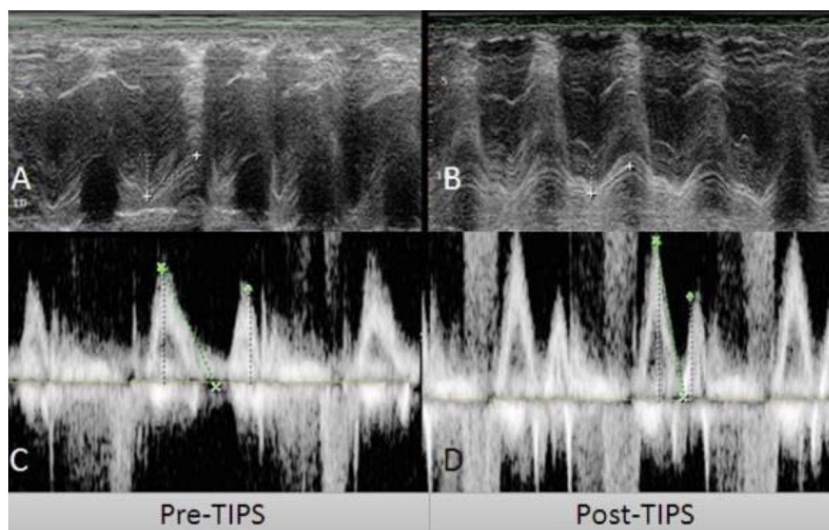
Derivación portosistémica trasjugular intrahepática (TIPS) (A y C) y medidas de ecocardiograma post-TIPS (B, D). A) TAPSE pre-TIPS de 18.8 mm B) TAPSE post-TIPS TAPSE de 14.4 mm C) Relación de onda E/A pre-TIPS E/A de 1.2. D) Relación de onda E/A post-TIPS de 1.54. TAPSE: excursión sistólica de plano anular tricúspide.
